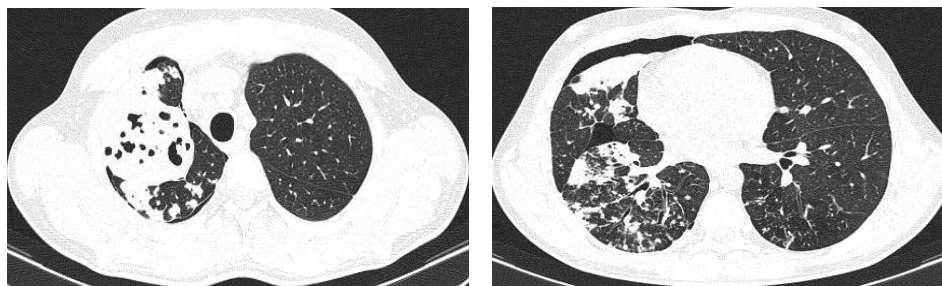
и 25б – Аксиальные срезы КТ ОГК при поступлении
